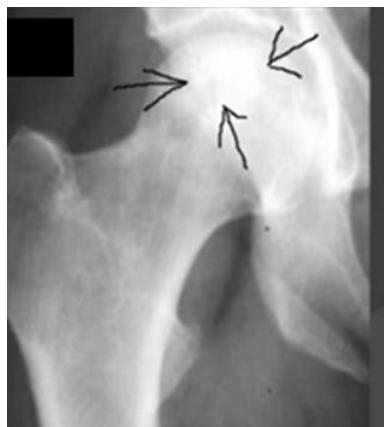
3. Radiografie de față de șold: zonă de osteodensificare la nivelul capului femural.
